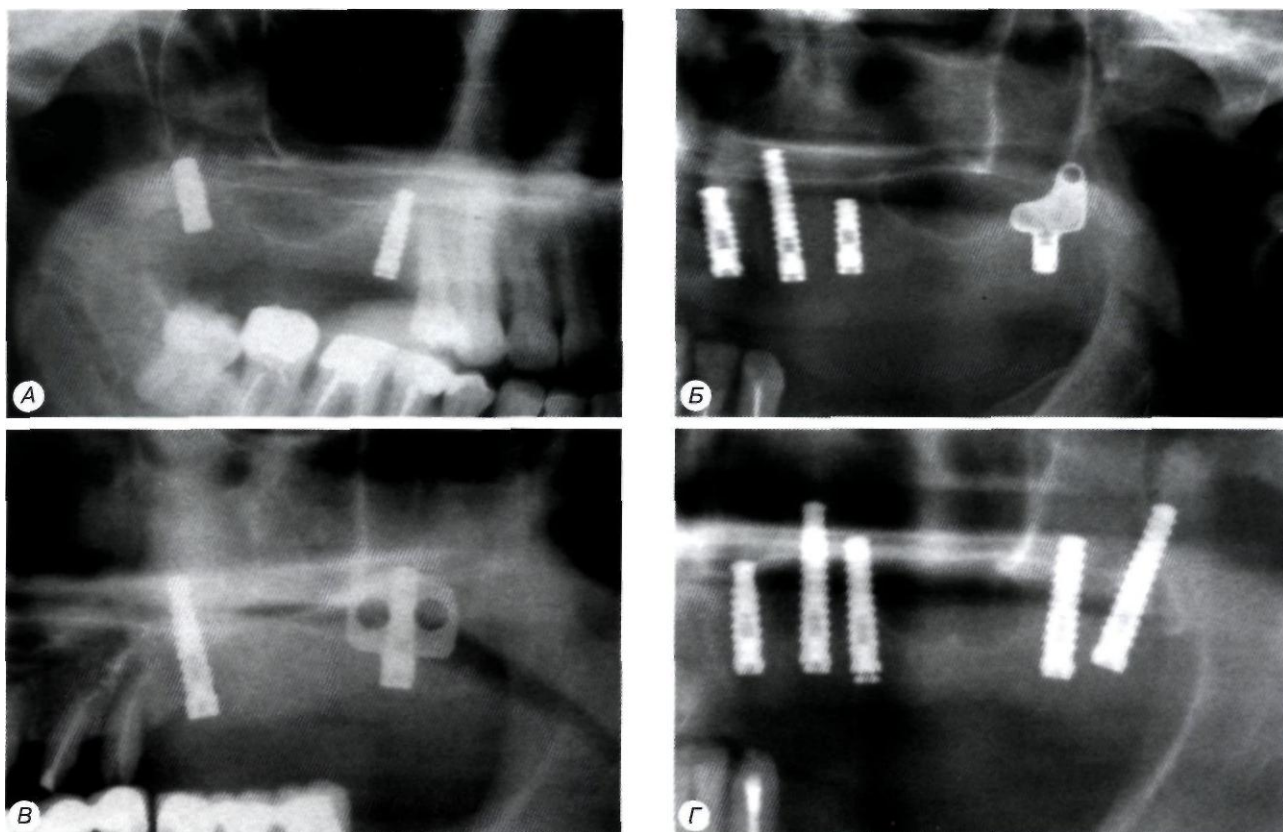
Фрагменты ортопантомограмм, демонстрирующие различные варианты установки имплантатов в зону крылонёбного контрфорса (снимки сделаны через 2 мес. после первого этапа операции):
